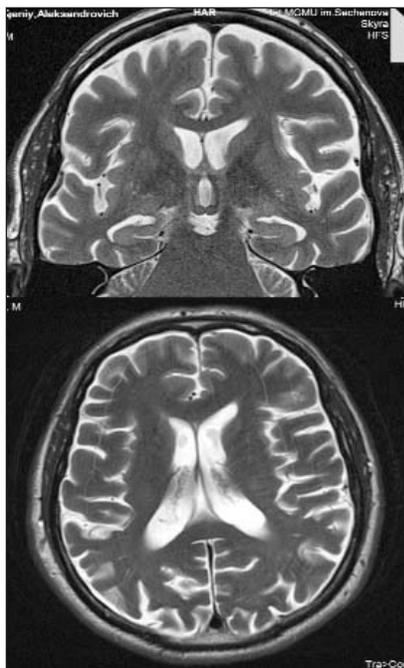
МРТ головного мозга пациента А., 67 лет: признаки диффузной атрофии головного мозга, расширение задних рогов боковых желудочков, атрофия медиальных отделов височной доли (1–2-я степень)
